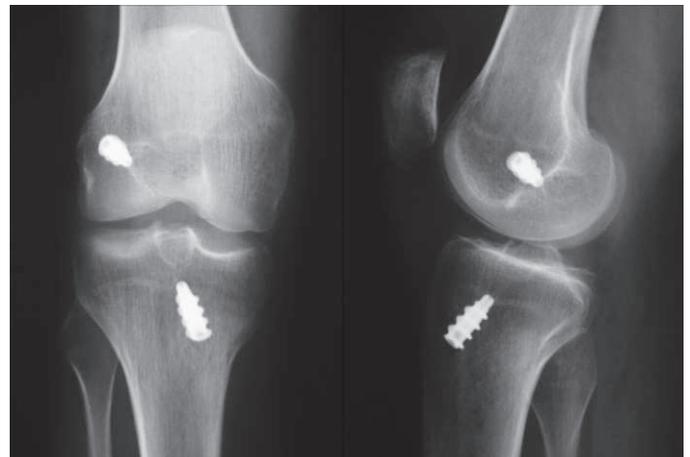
Radiographies de contrôle à trois mois.
